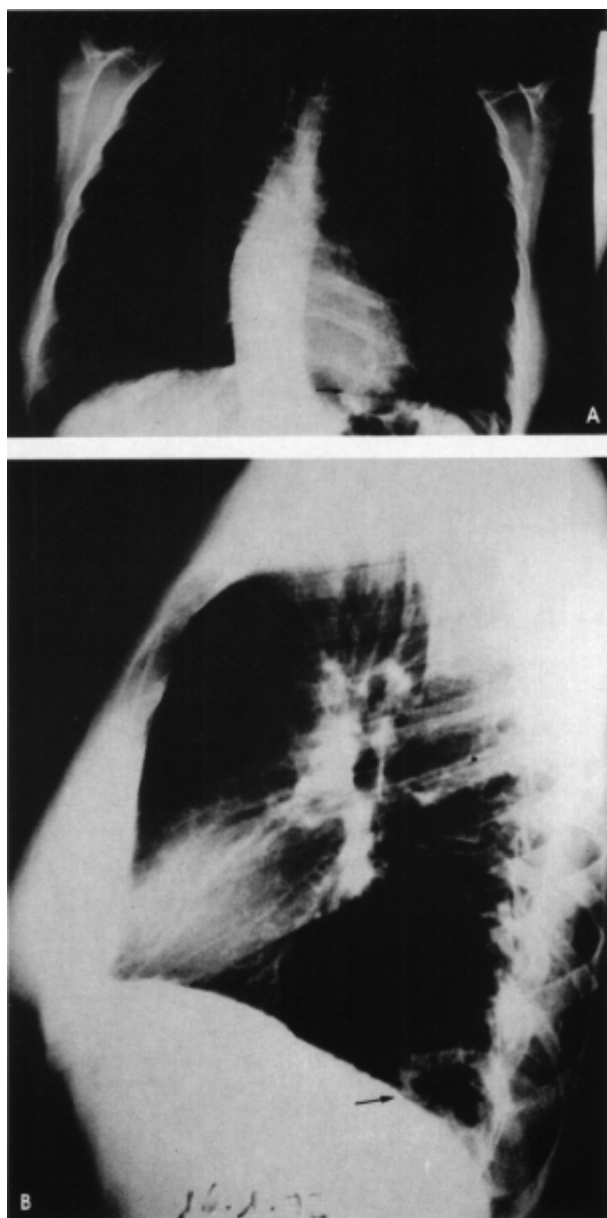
A y B. Radiografía simple de tórax con imagen en la porción basal y posterior del lóbulo inferior izquierdo (flecha) correspondiente al secuestro pulmonar colonizado por *Aspergillus*.
